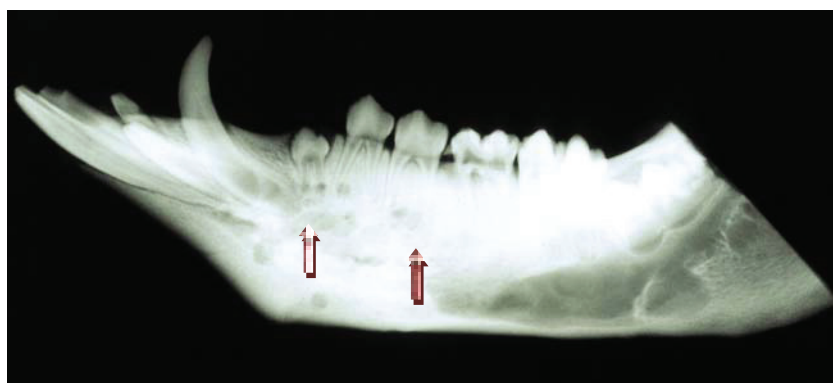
Bio-Oss®: Röntgenaufnahme 8 Monate p. i.(Gruppe T)*
